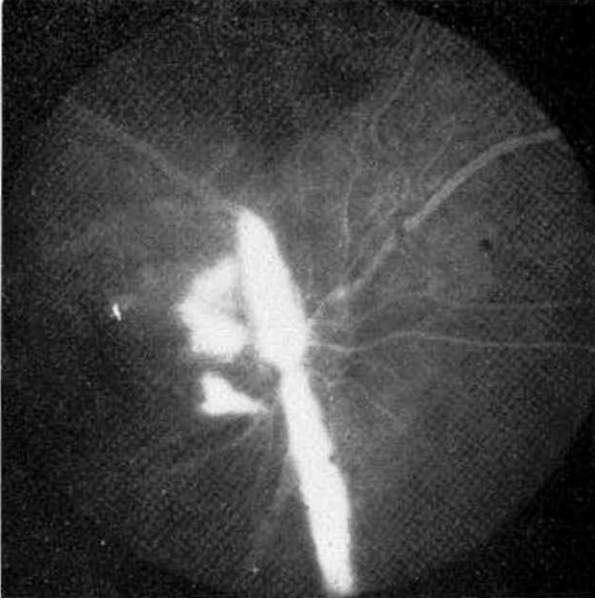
Anjiyografide şiddetli periflebit (tromboangiitis obliterans), yaygın non-perfüzyon alanları ve retina neovaskülarizasyonu.
